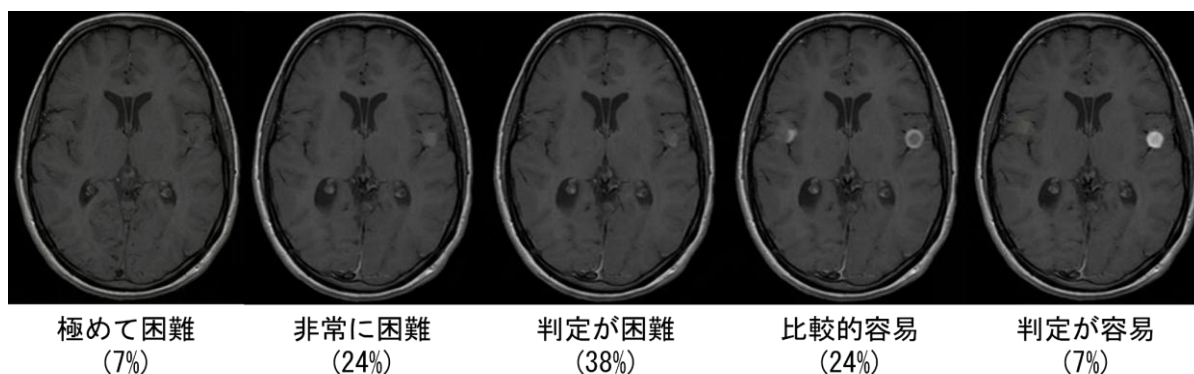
信号強度を調整した難易度別観察試料作成の例：頭部 MRI 画像は、ImageJ のサンプルデータである「MRI-Stack」から抽出した 1 スライスを使用した。この画像に対し、生成 AI を用いて信号強度を段階的に変化させた擬似腫瘍を合成したものである。なお、括弧内の数値は、観察試料の総枚数に対する各画像の含有率の目安を示している。
